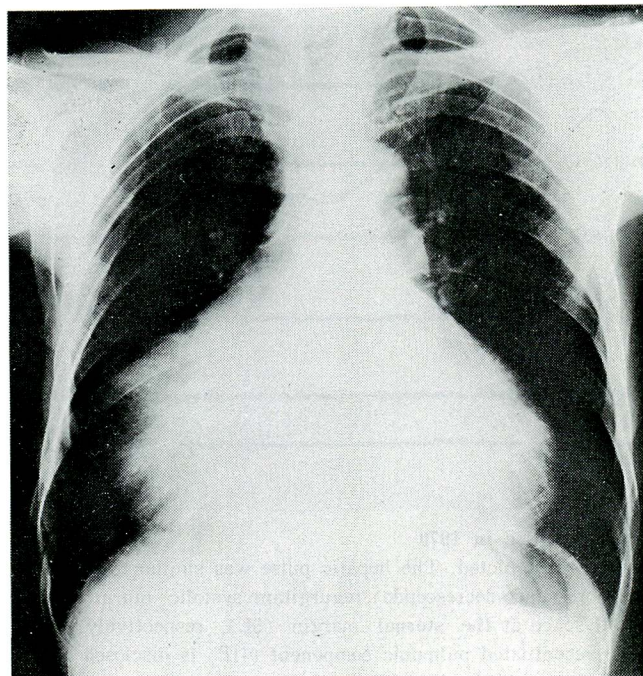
Chest roentgenogram taken in 1973 (76-year-old)
